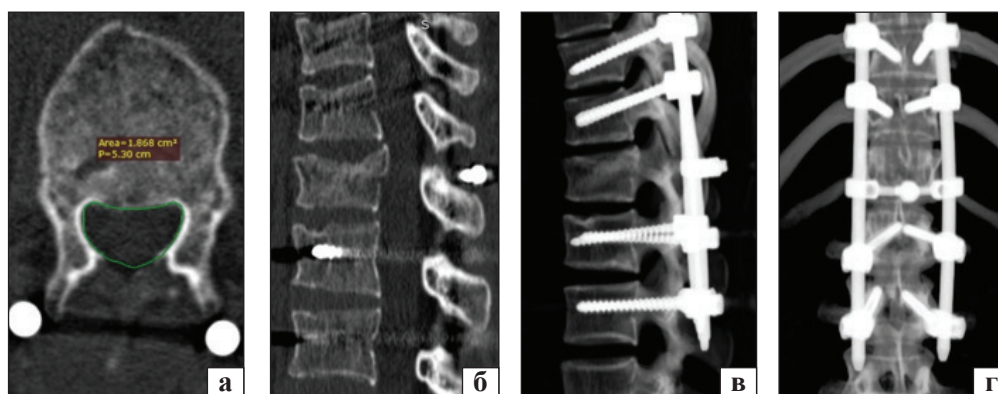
СКТ пацієнтки С. на 3-й день післяопераційного періоду: а — аксіальний зріз на рівні середини кореня дуги хребця Th_{XII}; б — серединна сагітальна реконструкція. 3D-реконструкція у бічній (в) та передньо-задній (г) проєкціях
